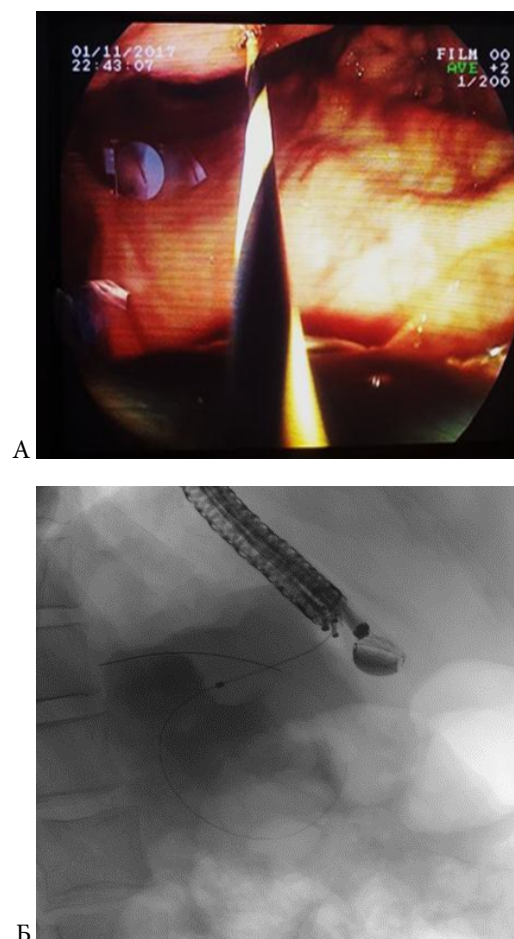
Интраоперационная фотография (гастроскопия) А - проводник установлен в полость жидкостного образования (стрелкой указан проводник). Интраоперационная фотография (рентгеноскопия) Б - проводник установлен в полость жидкостного образования (стрелкой указан проводник)
